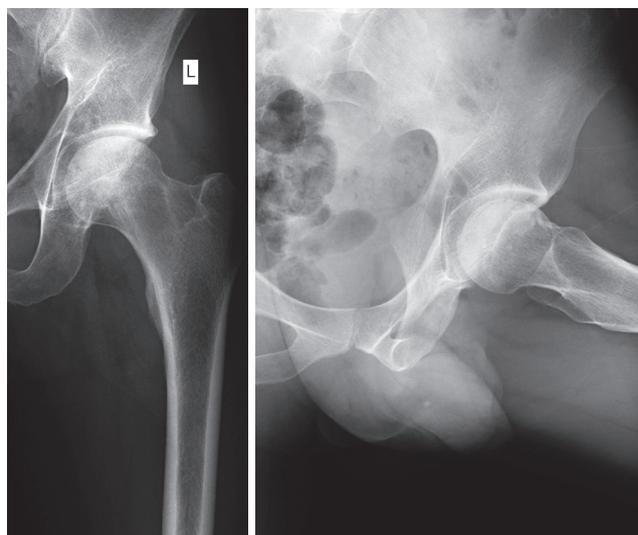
Рентгенограммы пациента П. при поступлении. Имеется очаг аваскулярного некроза головки левой бедренной кости на стадии фрагментации (4B по классификации ARCO)
